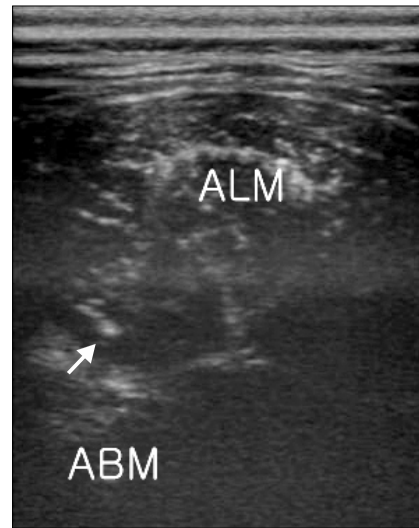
Ultrasound image after injection of local anesthetics: Obturator nerve (arrow) is floating in intermuscular aponeurotic septum between adductor longus muscle (ALM) and brevis muscle (ABM).
